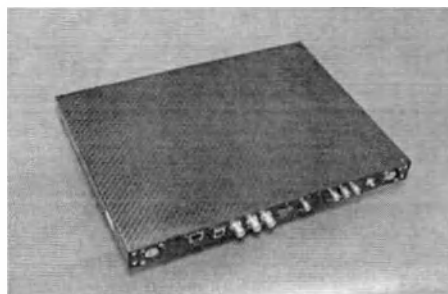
Цифровой плоскпанельный рентгеновский детектор.
